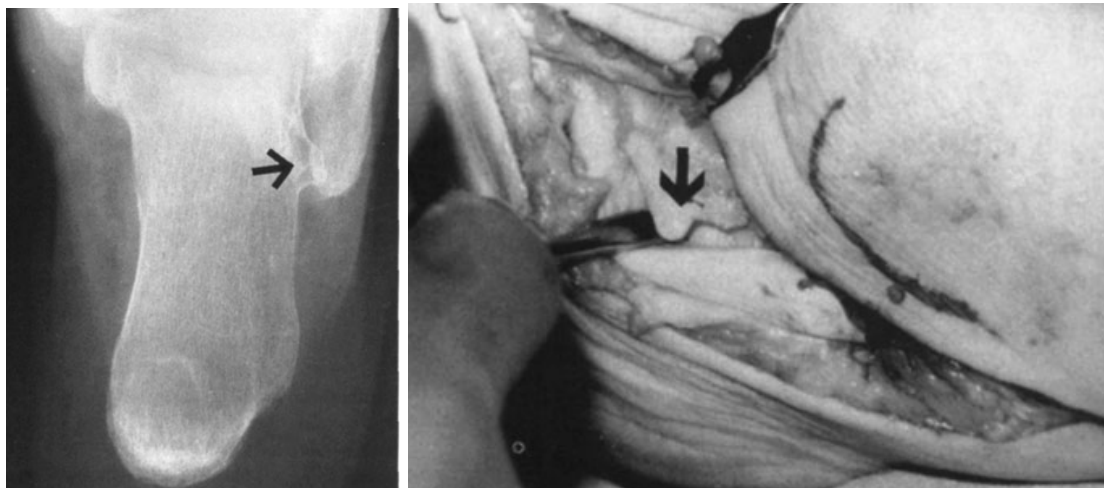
Radiografía axial de calcáneo donde se puede observar un tubérculo peroneo agrandado. Fotografía intraoperatoria mostrando un tubérculo peroneo gigante responsable de la obstrucción del movimiento del tendón del peroneo largo. (Tomado de Sobel y cols., 1994).
